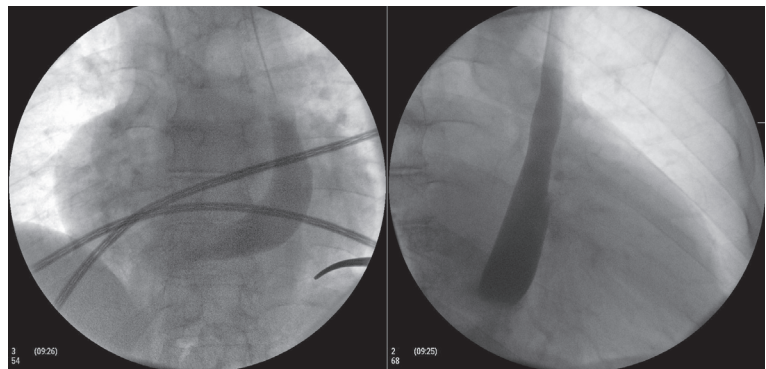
Рентгенограммы в левой косой (слева) и правой косой (справа) проекциях. Контрастирование добавочной левой верхней полой вены, впадающей в систему коронарного синуса.
